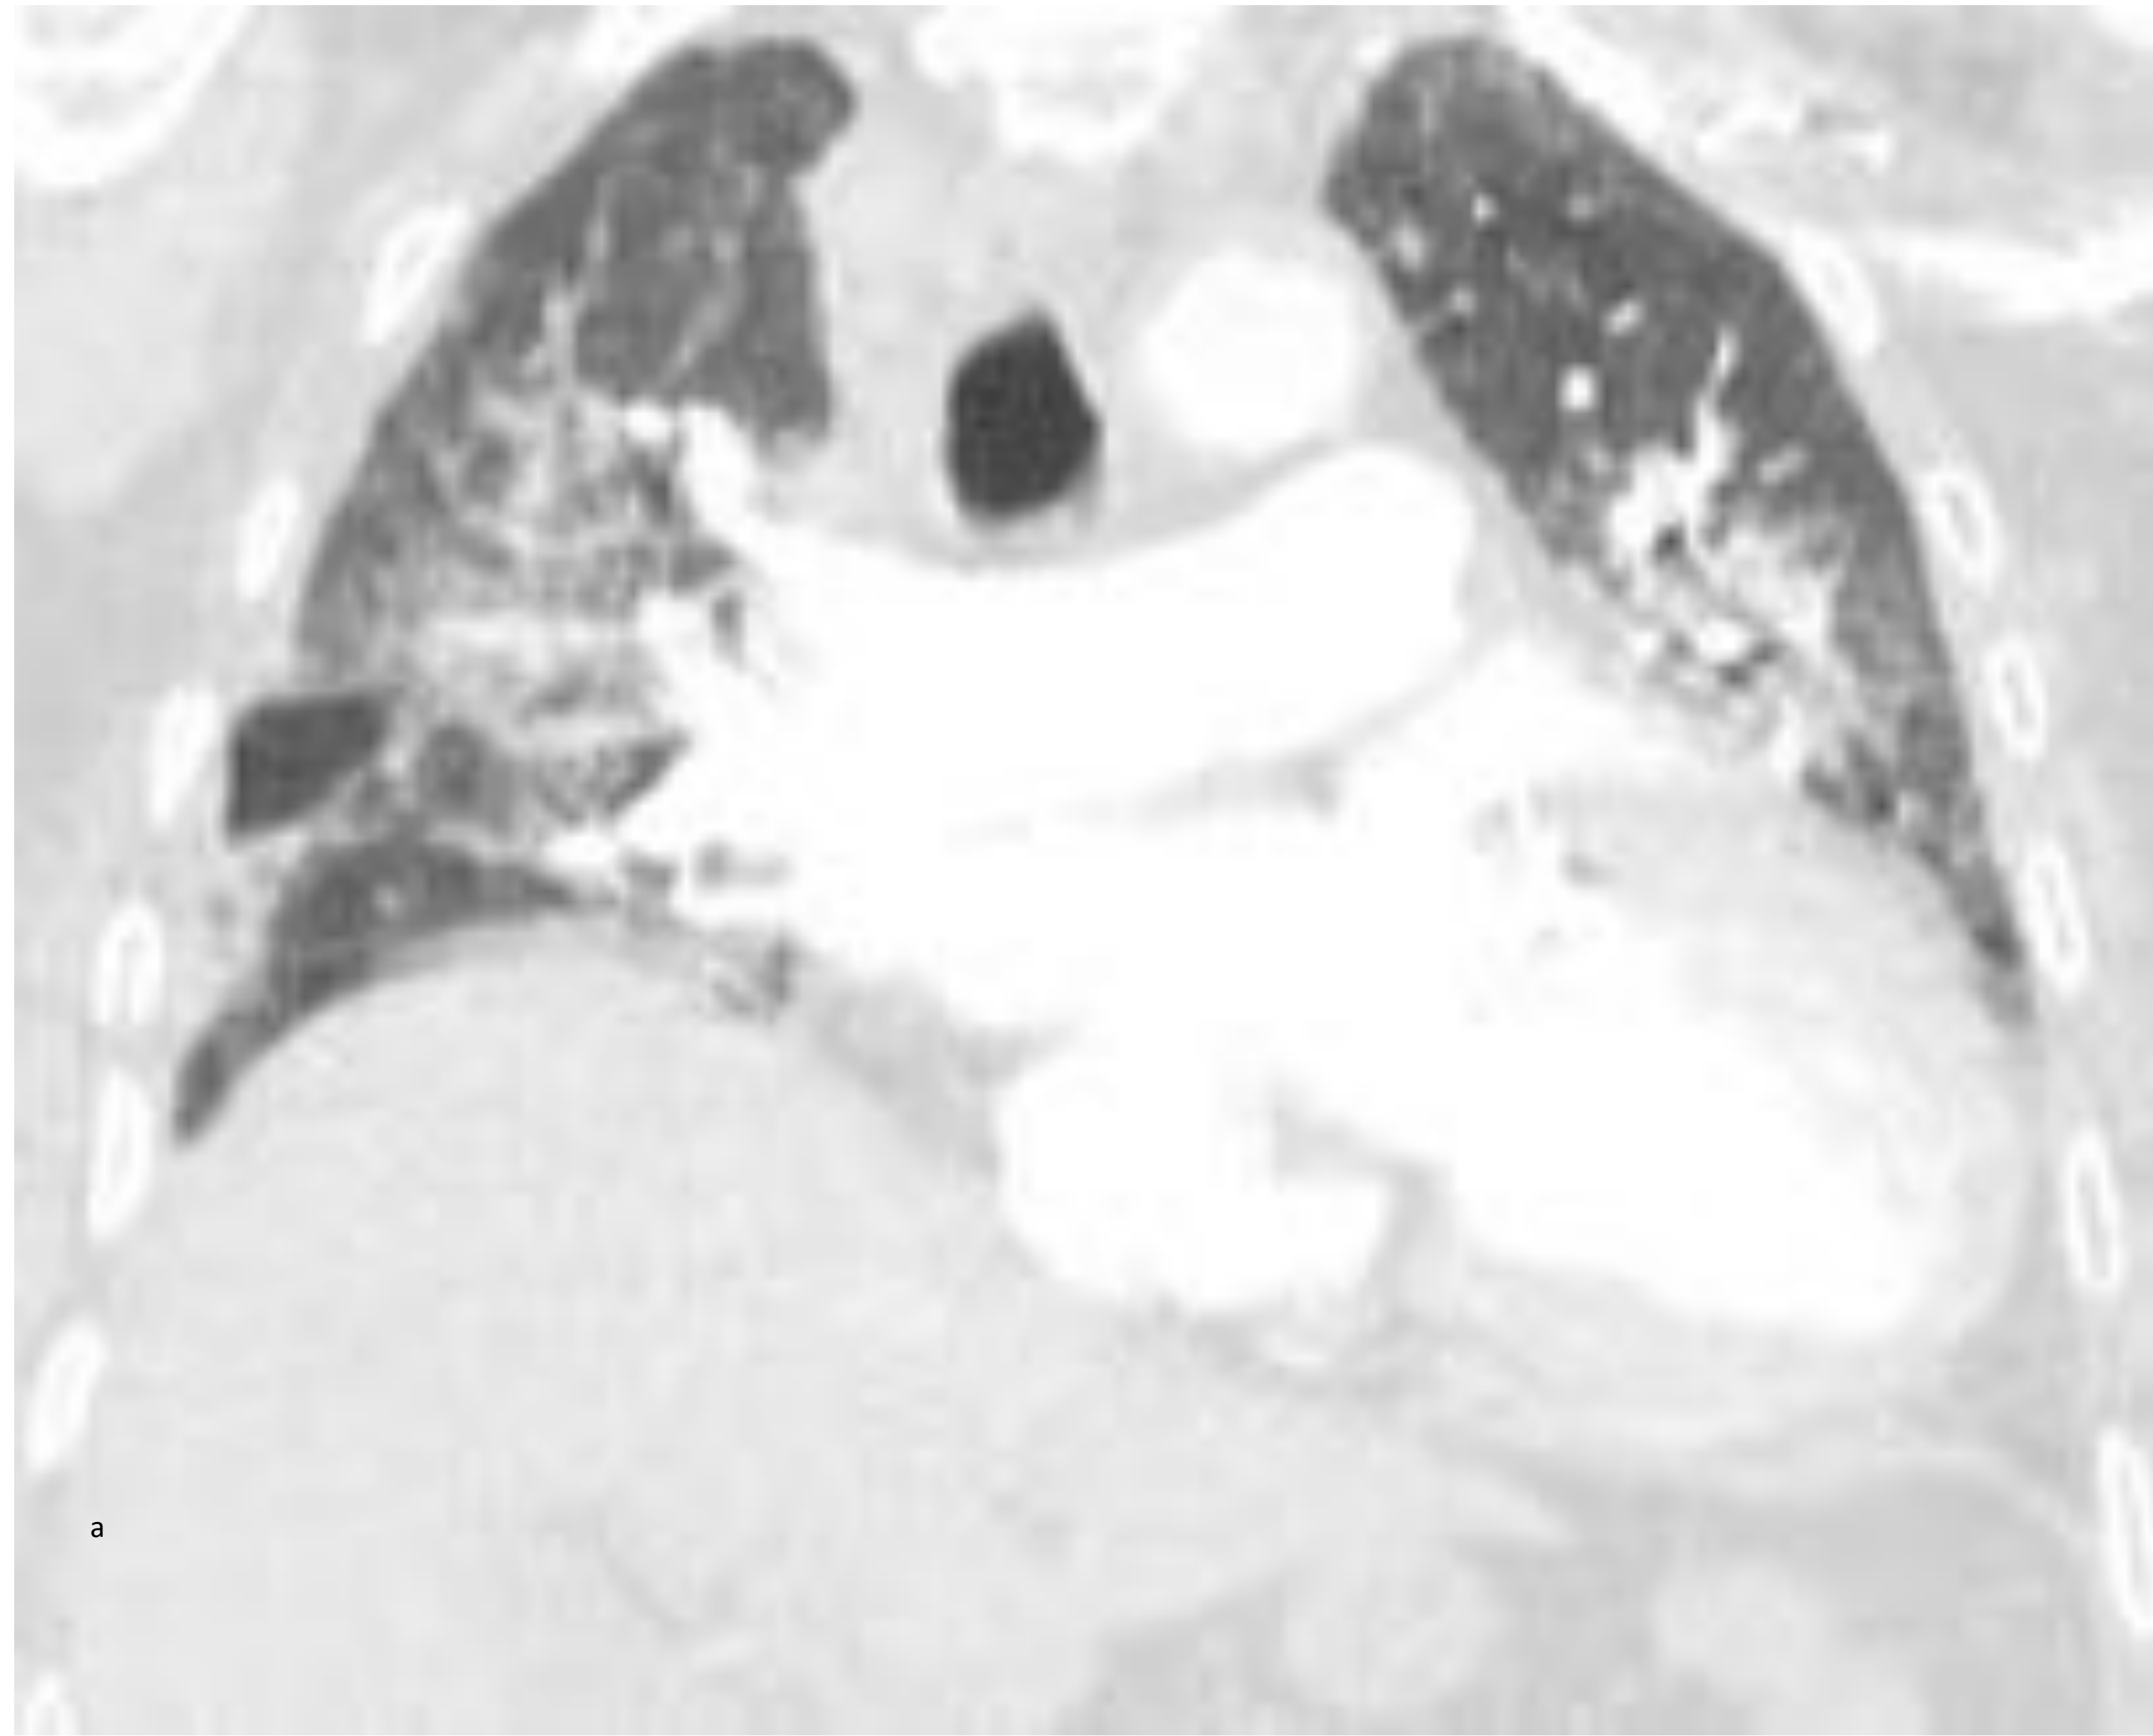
Angio-TC de tórax ventana de pulmón, en la reconstrucción coronal (a) se aprecia un aumento de densidad en vidrio deslustrado perihiliar con la morfología en "alas de mariposa" indicando edema agudo de pulmón. En el corte axial (c) observamos signos de edema intersticial con engrosamientos septales (flecha roja) y engrosamientos de cisuras (flecha azul).
